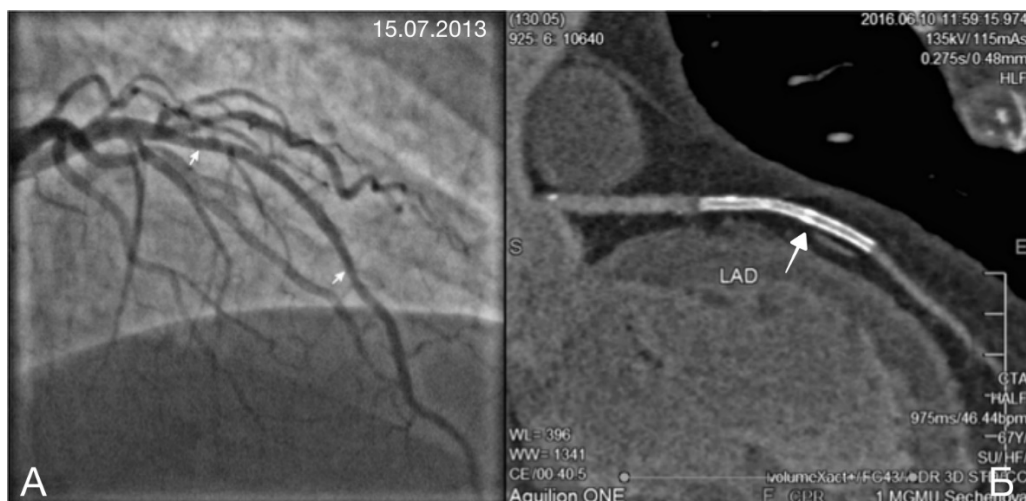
Стентирование реканализованной окклюзии передней межжелудочковой артерии двумя стентами Xience V 2.5x28 мм и 2.5x18 мм (диаметр просвета стентов после постдилатации 2.60 мм). А – коронарограмма ПМЖА после имплантации двух стентов (стрелки). Б – МСКТ-коронарография через 35 месяцев после операции. Стенты в передней межжелудочковой артерии проходимы, хорошо определяется зона «перекрытия» стентов (стрелка). Диаметр и длина стентов соответствуют ангиографическим данным.
